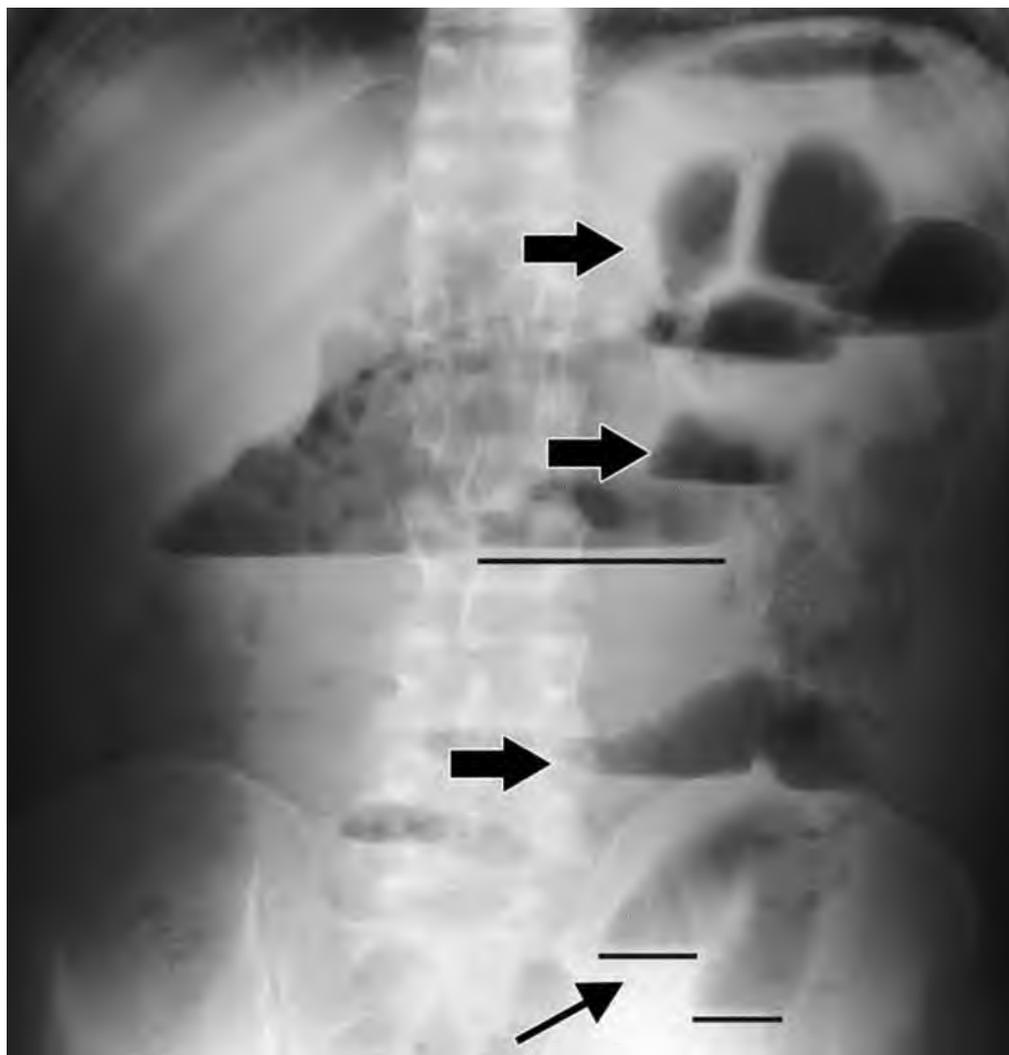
Рентгенологические признаки ОКН.
